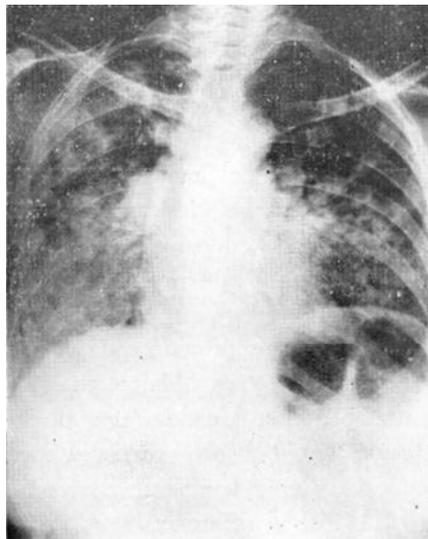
Paracoccidioidomicosis. Radiografía pulmonar da un caso con lesiones cutáneo-mucosas v pulmonares. (Radiografía pulmonar del caso N° 6).
